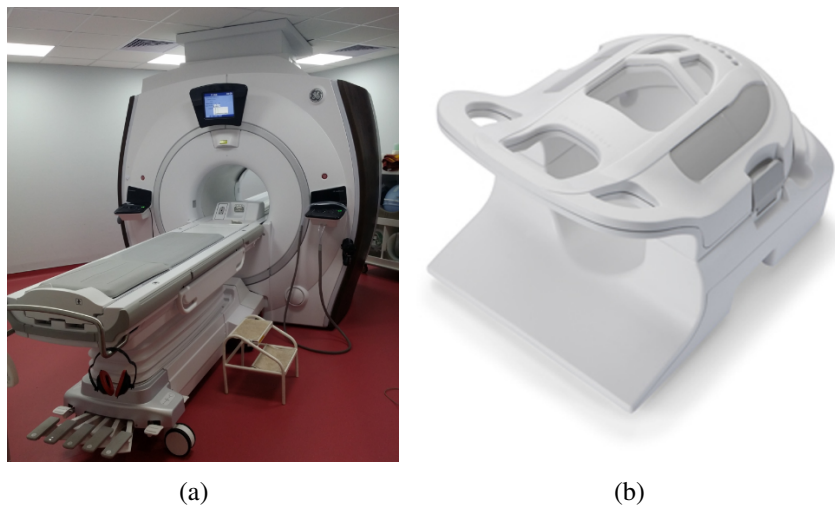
(a) machine d'IRM Optima MR450w; (b) antenne GEM tête-cou.
